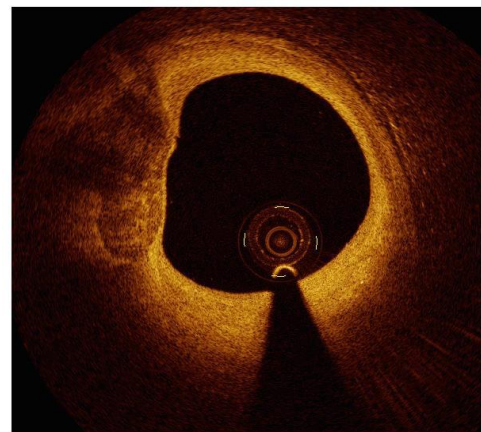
"Thin cap-fibroatheroma" (TCFA) – ein vulnerabler Koronarplaque identifiziert mittels optischer Kohärenztomographie (OCT).
